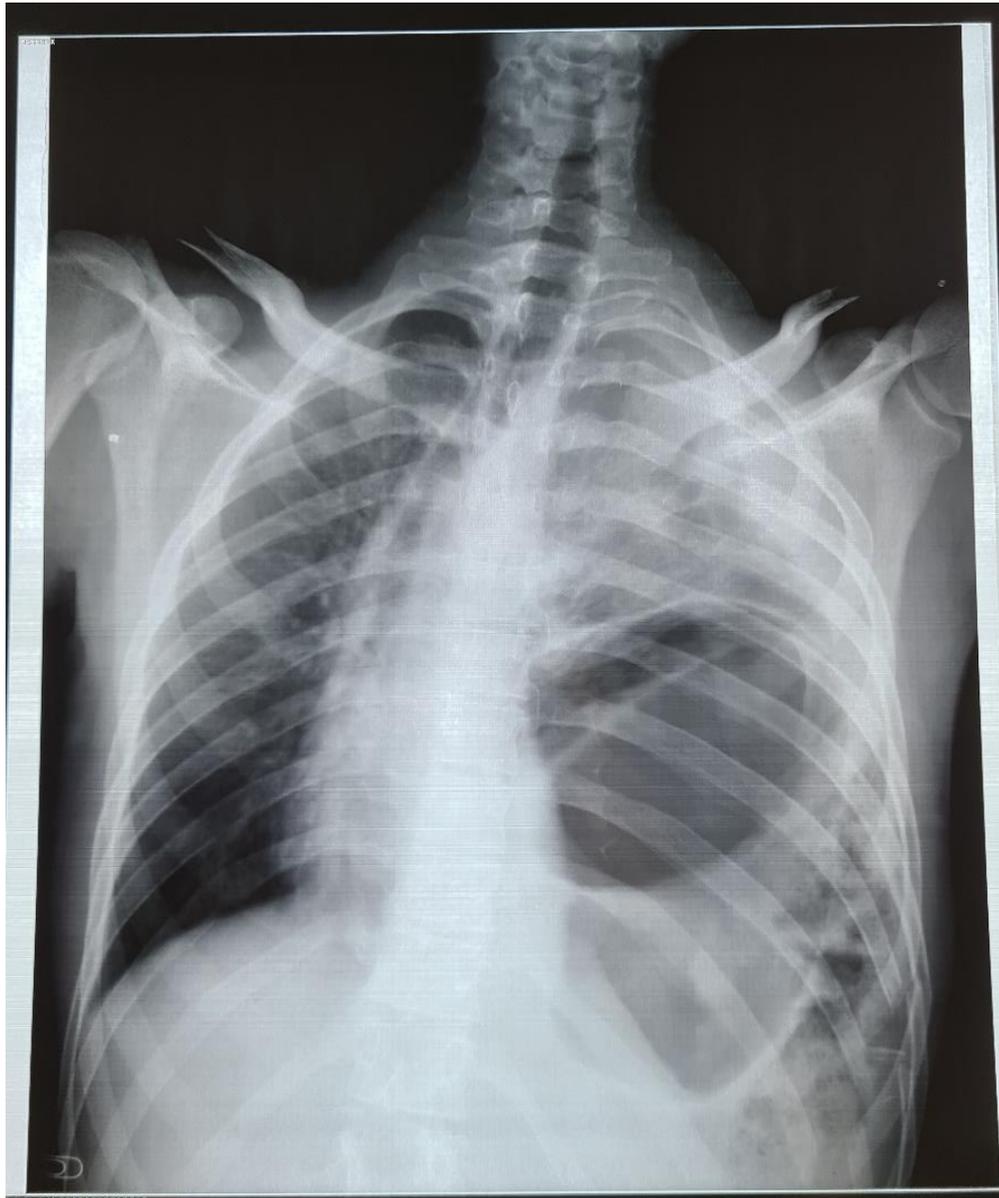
Radiographie thoracique de face : poche à air gastrique et clartés digestives ascensionnés en intrathoracique gauche, atélectasie du poumon gauche et déviation médiastinale vers le côté controlatérale.
